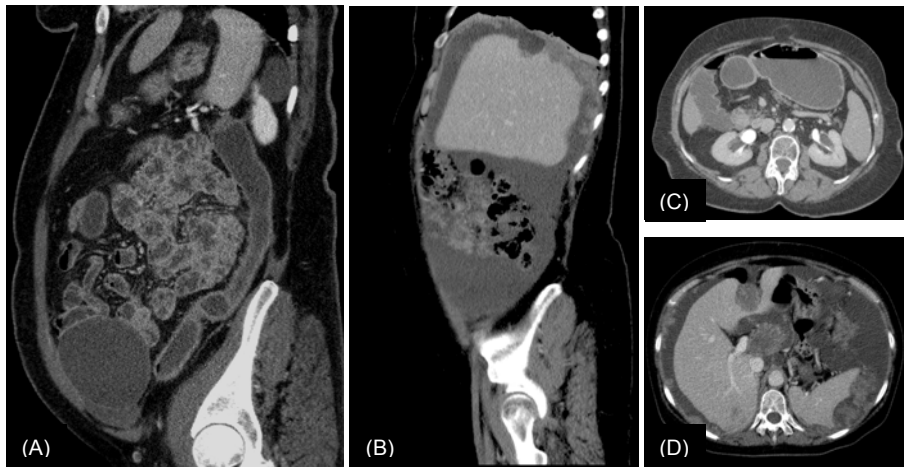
Comparativa radiológica entre un estudio de TC Convencional y uno de Enterografía por TC, para demostrar la mejor distensión del colon y el estómago, en los estudios de Enterografía por TC. (A) y (B) reconstrucción sagital, representación del colon, en la ETC y TCC, respectivamente. (C) y (D) cortes axiales, representación de la cámara gástrica en la ETC y TCC, respectivamente.
